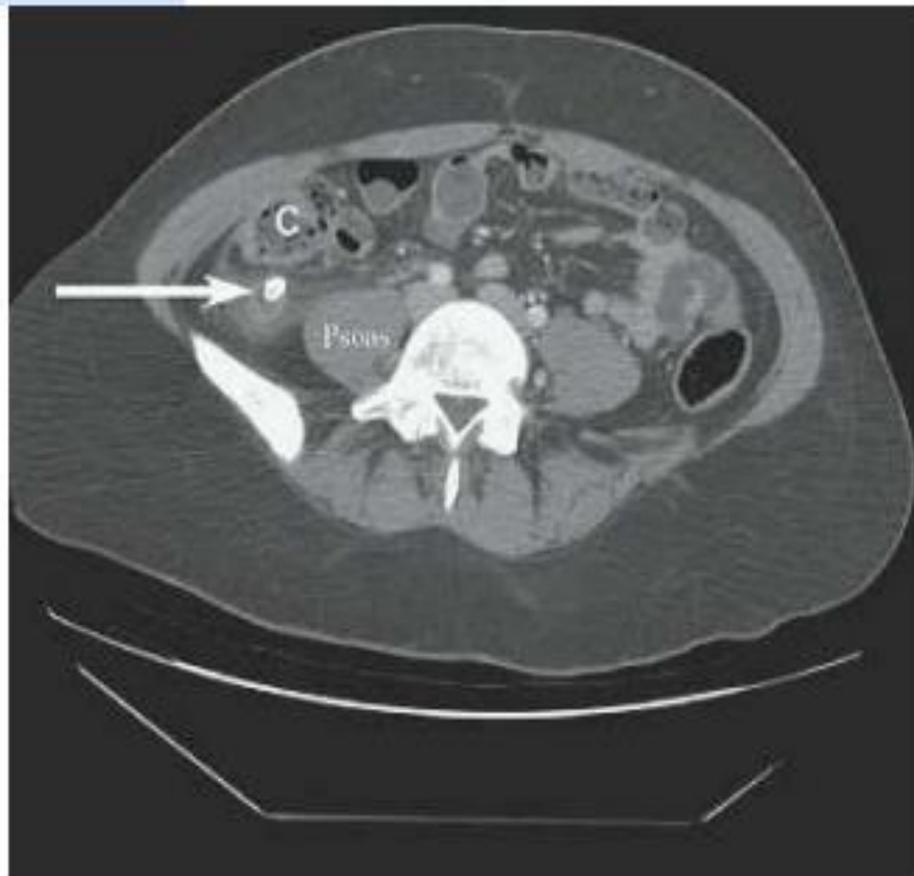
Tomografia Computadorizada de abdome com apendicolito. Fonte: Tratado de Cirurgia - Sabiston 19a edição.
